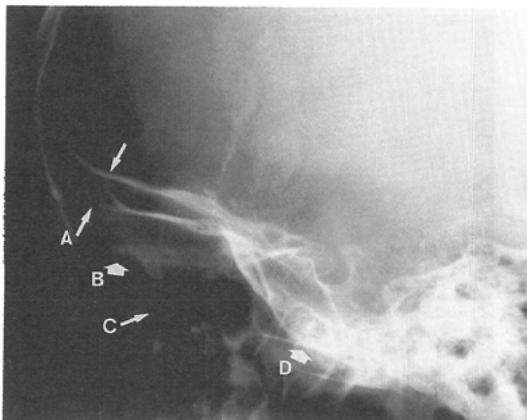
X-ray film of anterior part of skull.
